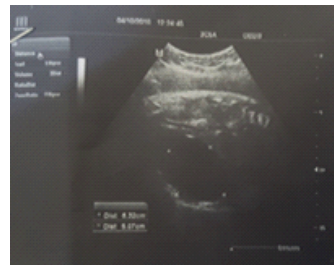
Kyste pelvien à l'échographie anténatale
